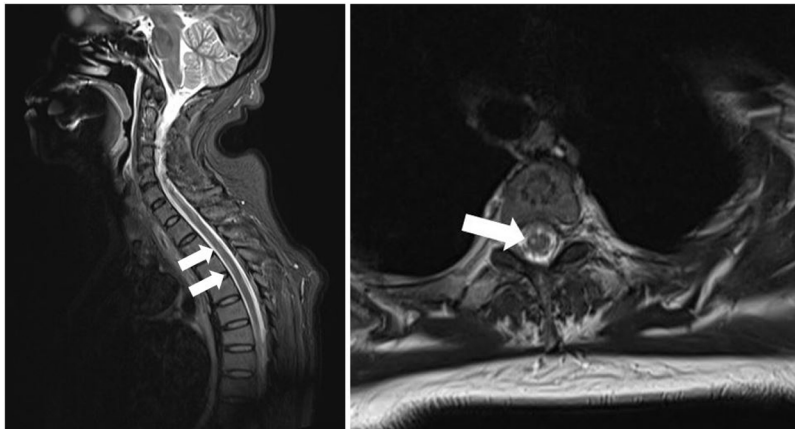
Resonancia magnética medular donde se observan lesiones hiperintensas en secuencias T2 de localización en cordones anteriores que se extienden desde nivel medular T2 hasta T7, compatible con lesiones isquémicas recientes.
